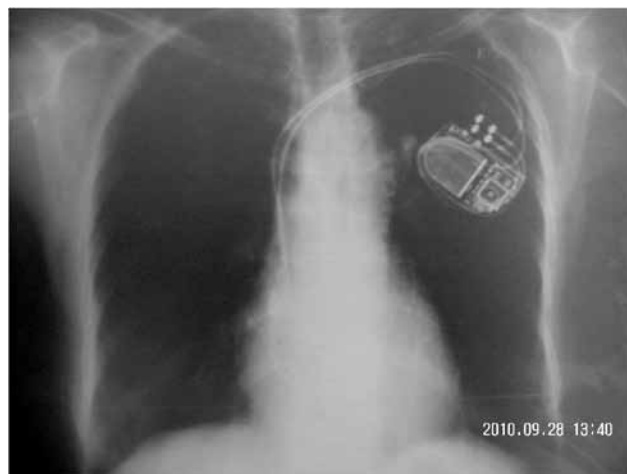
Вид электрокардиостимулятора и электродов при обзорной рентгенографии грудной клетки.
